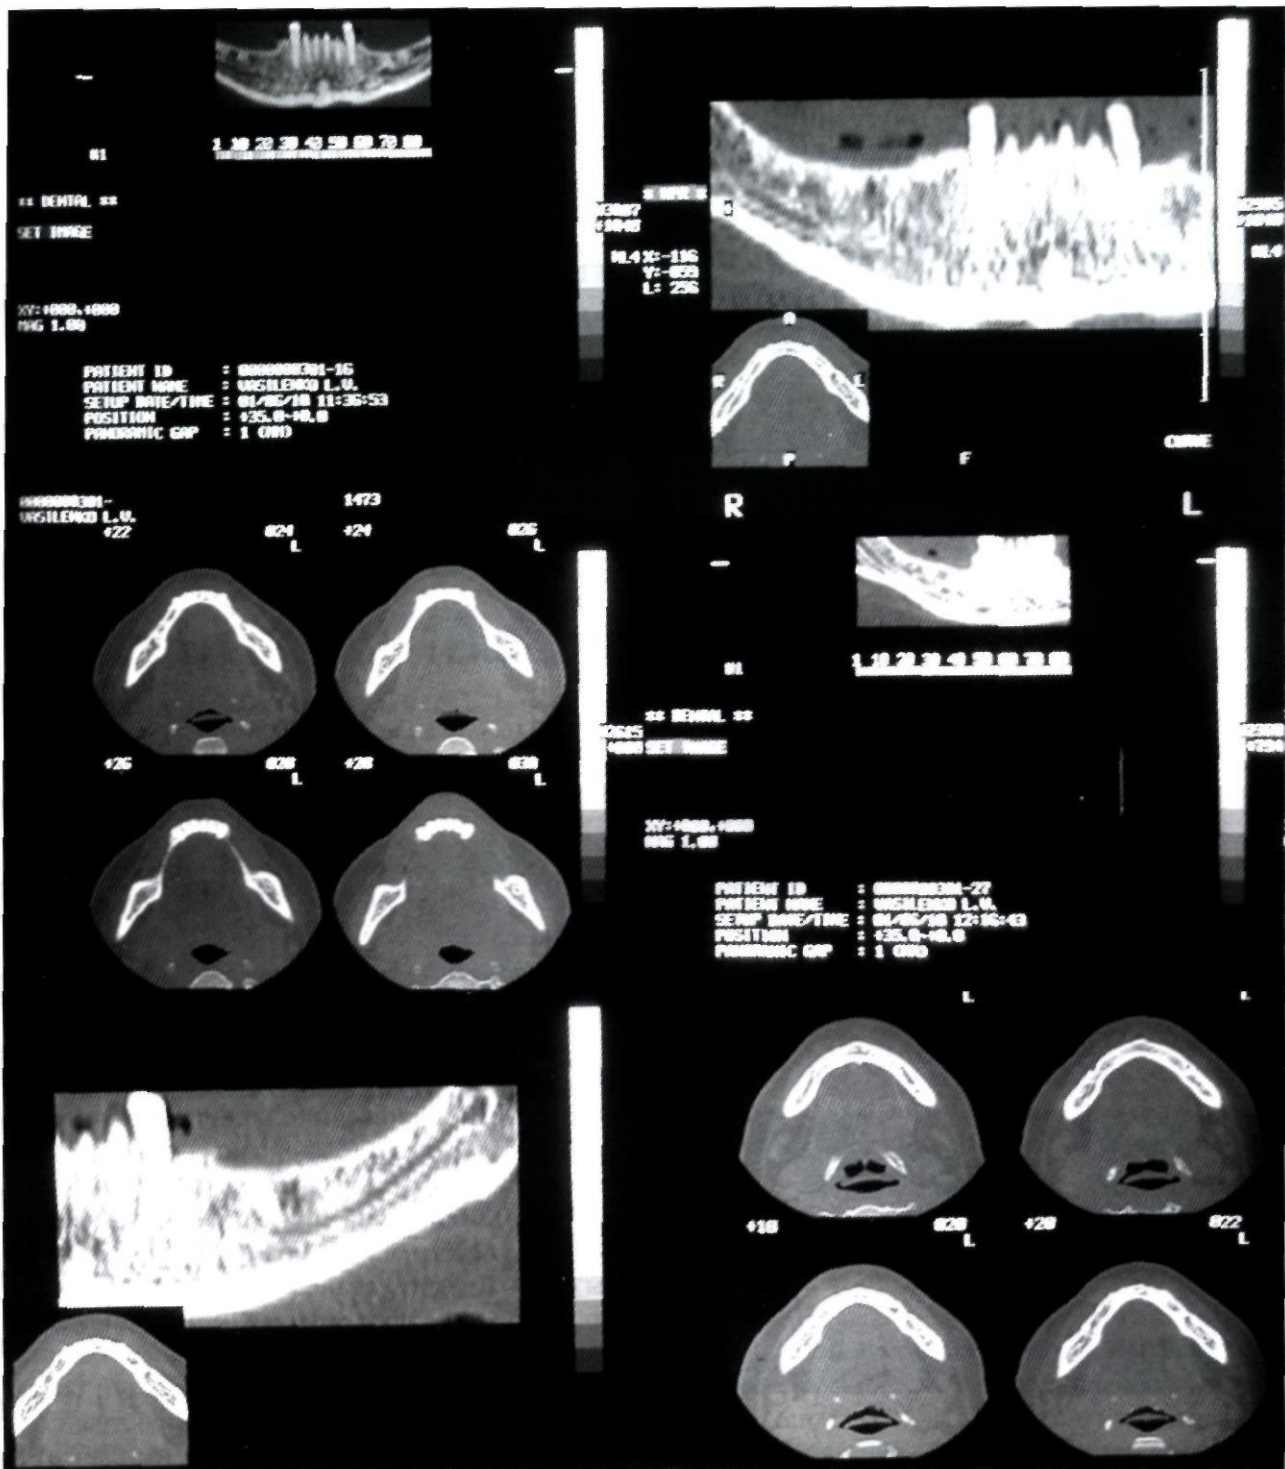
Анатоми-топографические параметры нижней челюсти и *томография* нижнечелюстных каналов, полученные после реконструкции горизонтальных срезов при компьютерной томографии
